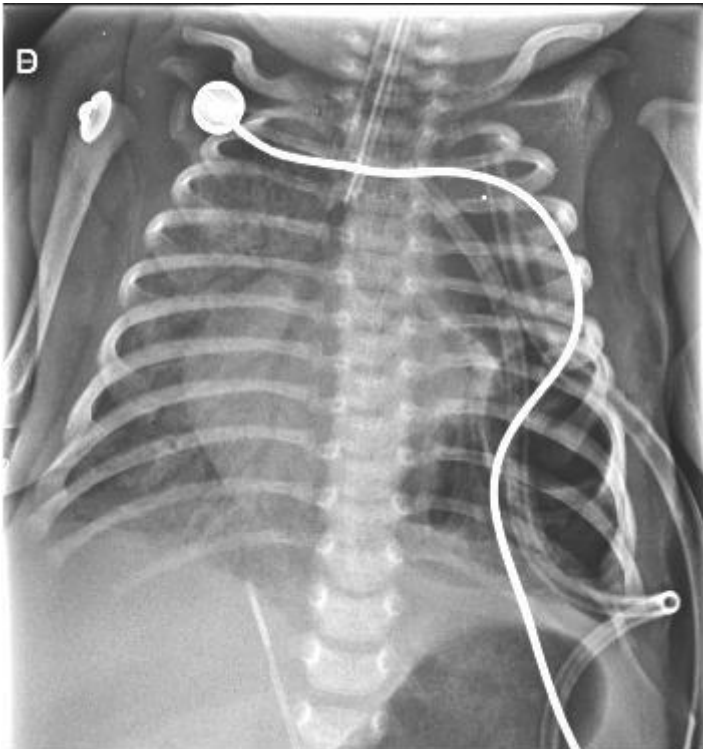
Radiografia de tórax com pneumotórax a esquerda devido deiscência de sutura pulmonar
